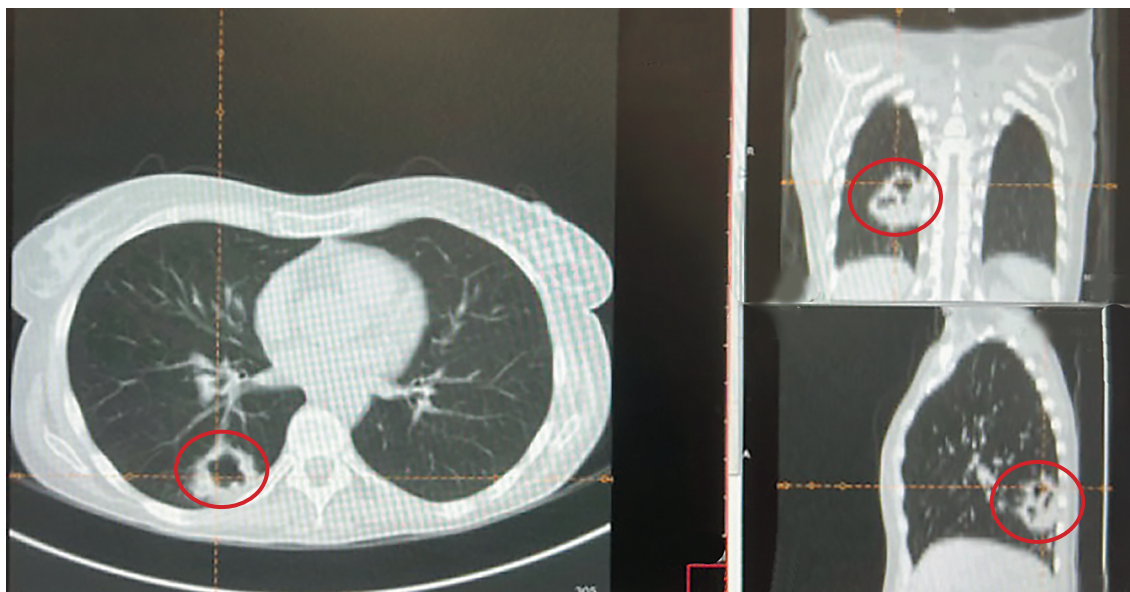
МСКТ органов грудной клетки. Очаг инфильтрации с полостью деструкции в правом легком
